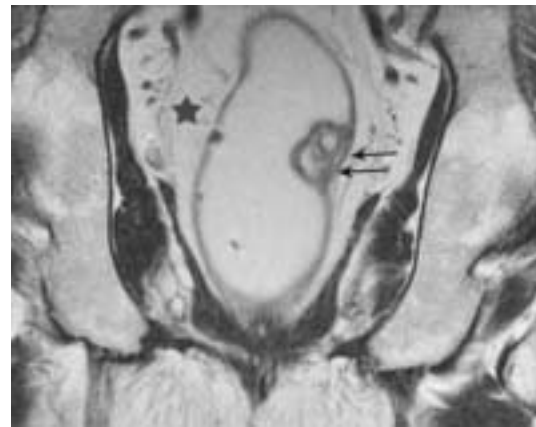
Colitis cystica profunda. IRM en écho de spin rapide en T2, plan frontal. La musculature est respectée (flèches), de même que la graisse mésorectale (astérisque).
